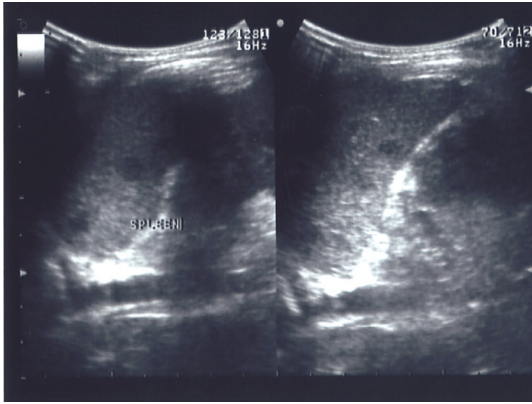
Abdominal ultrasonogram, showing multiple round shaped small hypoechoic lesions in the spleen.
